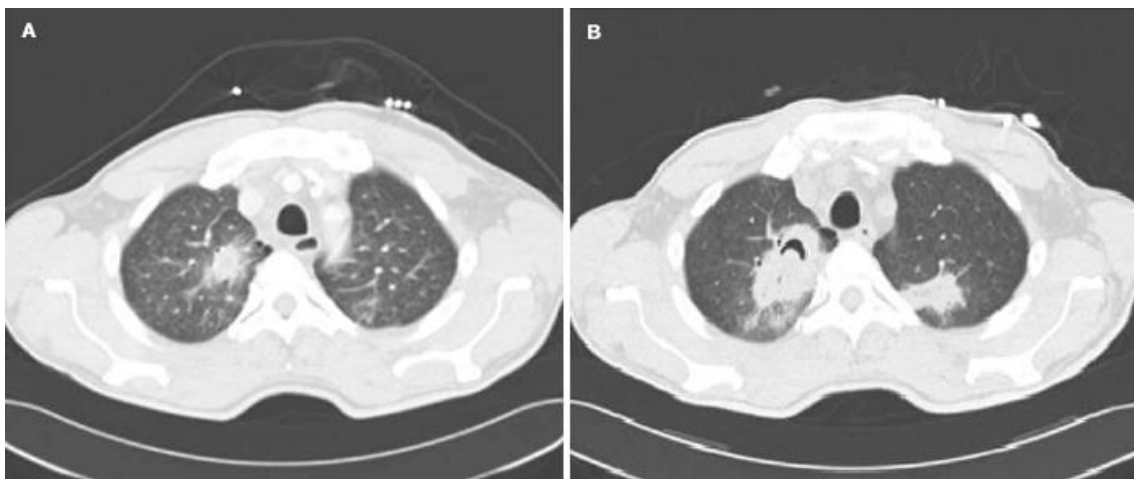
Imágenes de tomografía computerizada. a) Signo del halo, b) Signo de media luna aérea [62].
